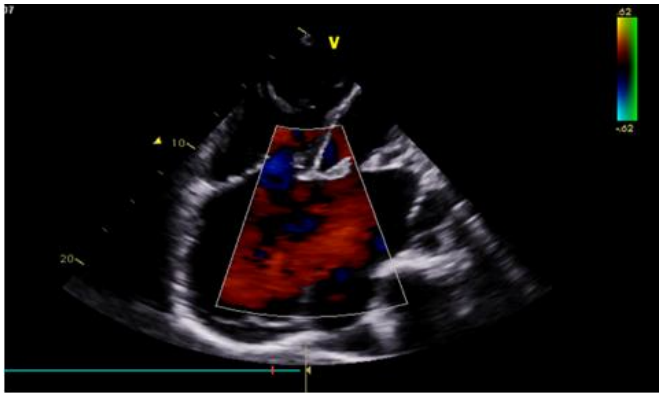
image d'échocardiographie bidimensionnelle coupe apicale de 4 cavités couplée au Doppler couleur montrant le shunt.
